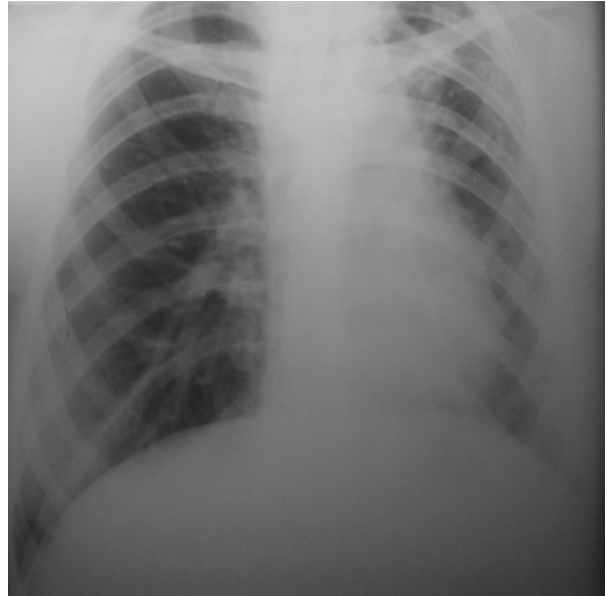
Контрольна оглядова рентгенограма хворої А.
